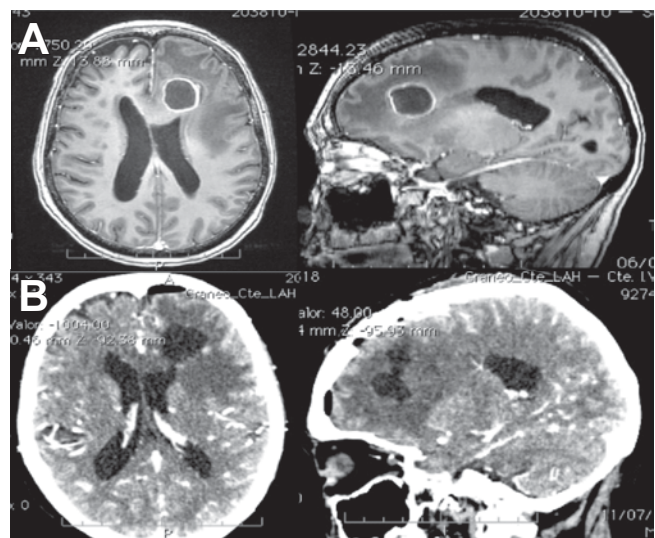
A. RM de cráneo preoperatoria donde la lesión quística a nivel frontal con reforzamiento anular y edema perilesional sugestiva de absceso cerebral, con reporte histopatológico confirmatorio. B. TAC posoperatoria donde se observa resección total de la lesión.
